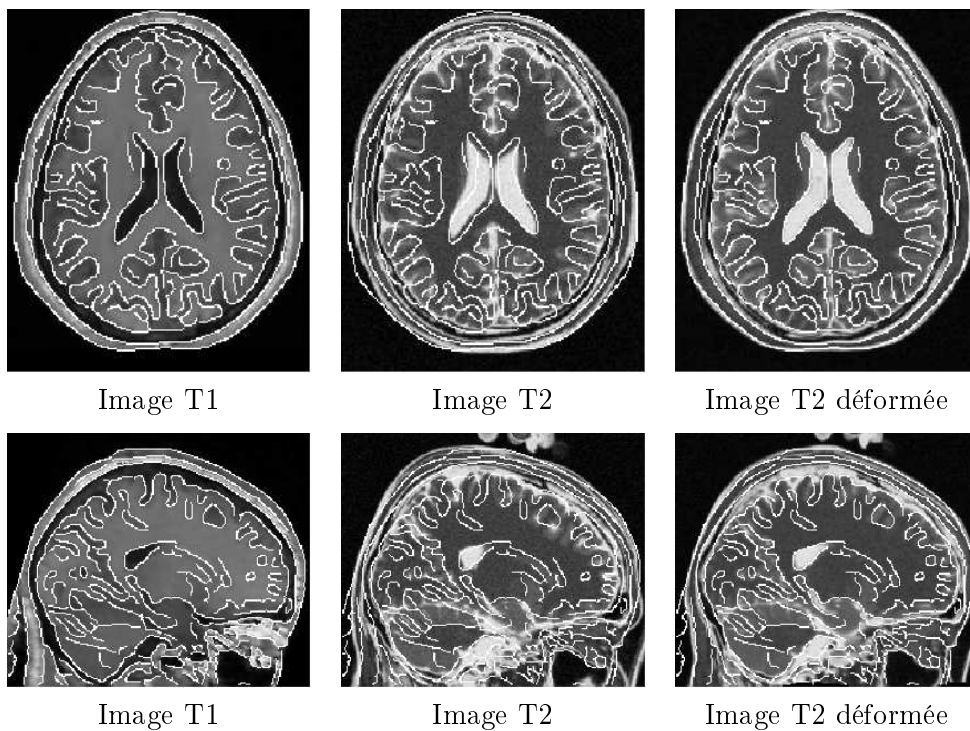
Déformation d'une IRM-T2 simulée d'un sujet A vers une IRM-T1 réelle d'un sujet B. La figure représente une vue axiale (première ligne) et une vue sagittale (deuxième ligne). Les contours extraits de l'IRM-T1 sont superposés à chaque image pour permettre une meilleure évaluation visuelle de la transformation estimée (recalage intersujets multimodal).
